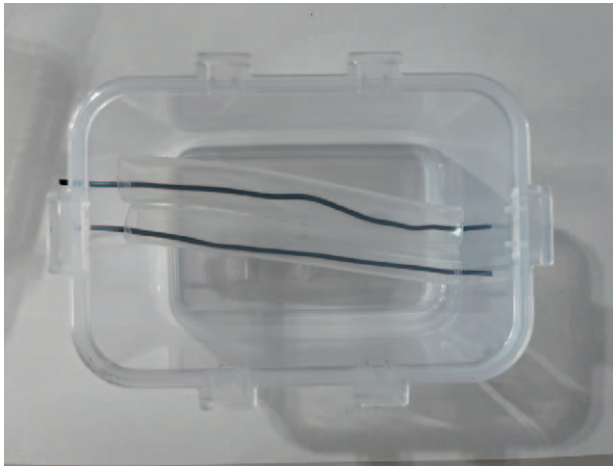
(A) Anatomical variation table with a plastic container. (B) Wired silicone hose in a plastic container. (C) Completed gelatin cube ultrasound training model. Silicone hose travels 4 to 5 of anatomical variation table position.
